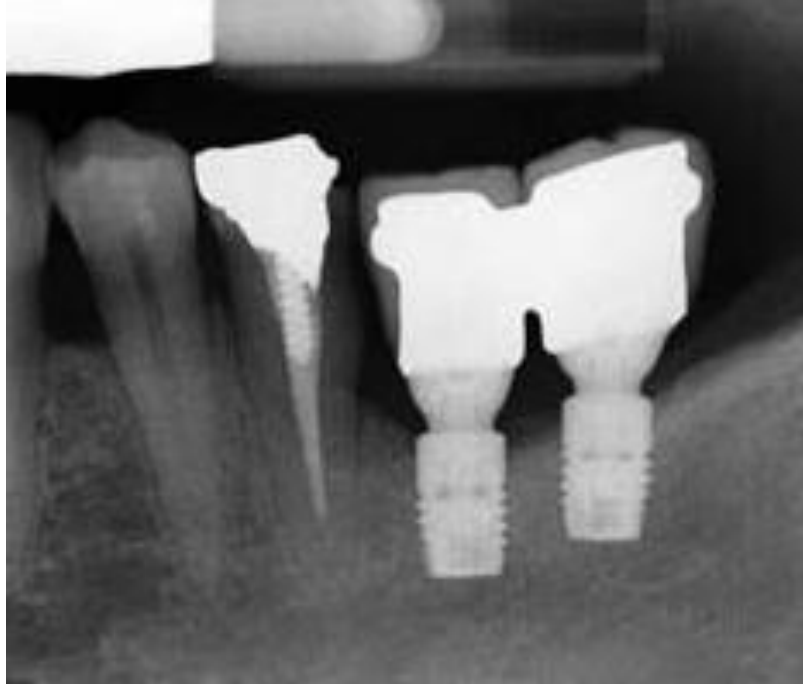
Imagem radiográfica periapical após 2 anos de carregamento funcional mostrando mínima perda da crista óssea
